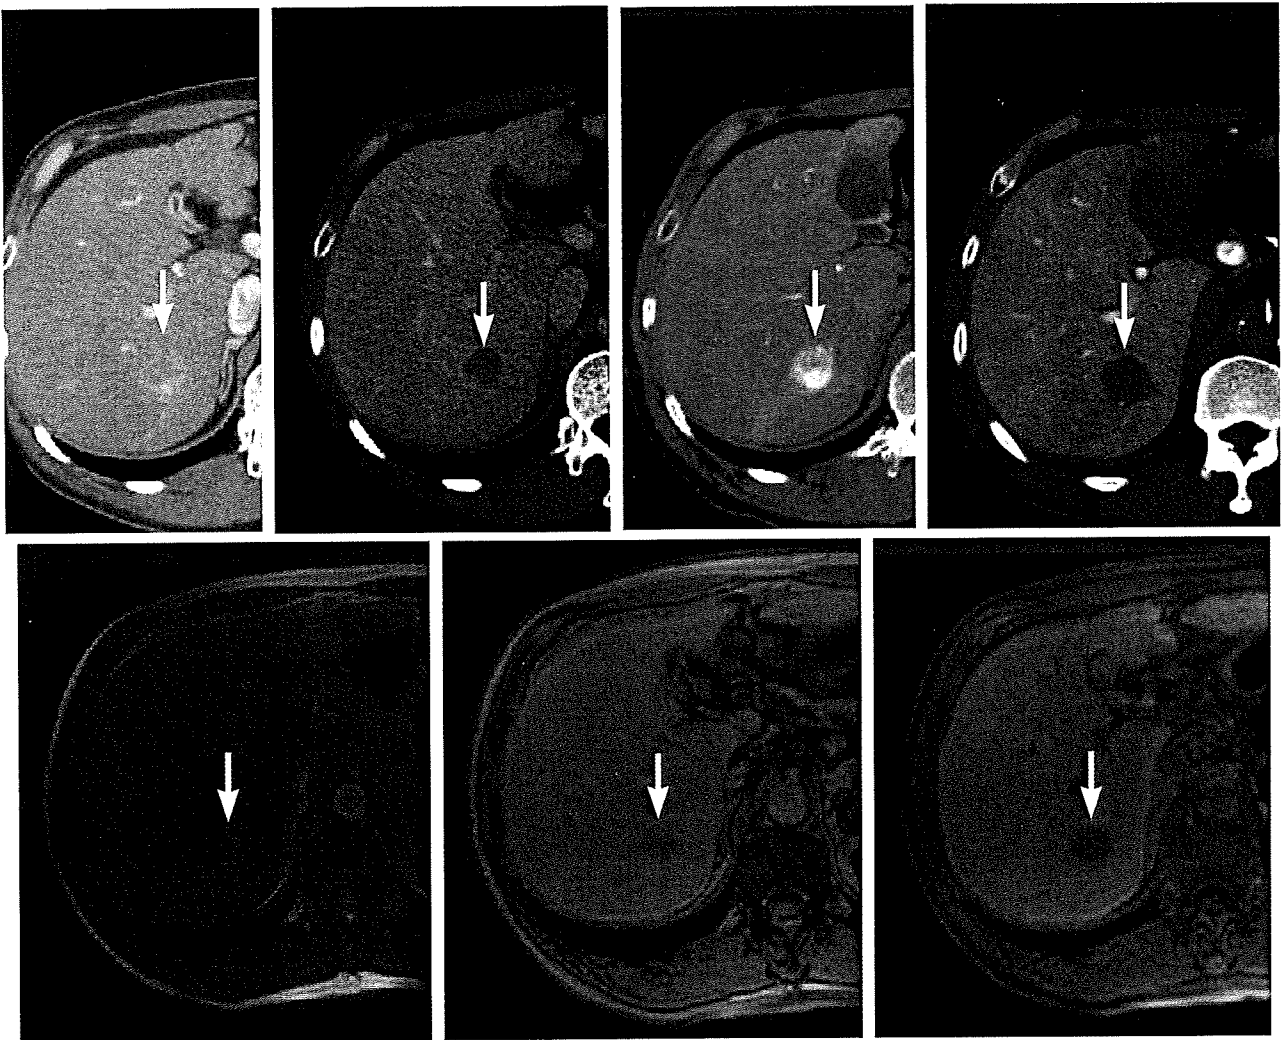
典型的HCCにおける血流とEOB・プリモビストMRI所見
